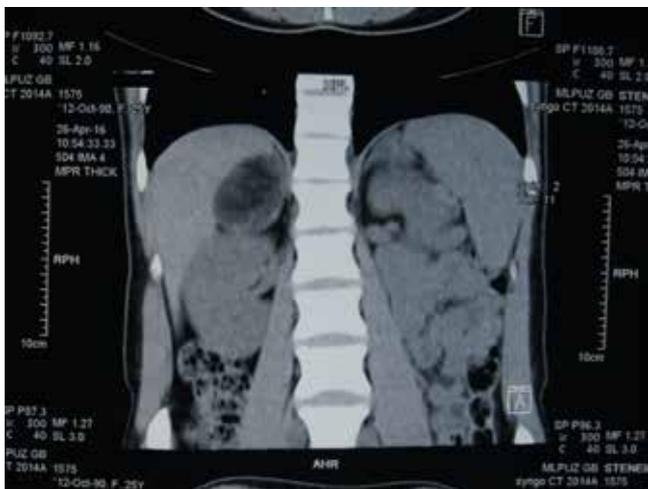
Пациентка С.: томограмма
